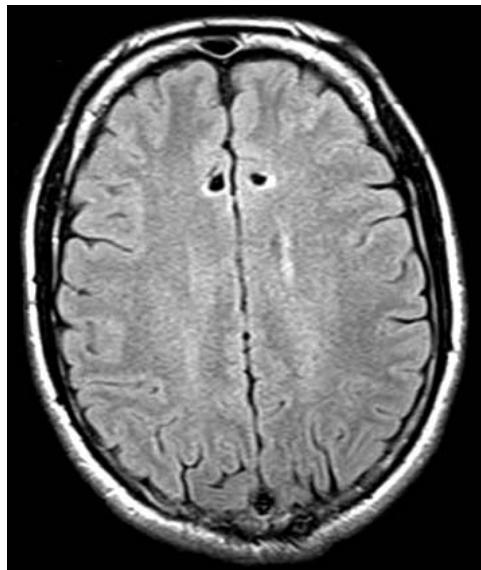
Больной Н.: МРТ, аксиальный срез. Импульсная последовательность FLAIR. МР-картина послеоперационных кистозно-глиозных изменений в лобных долях
